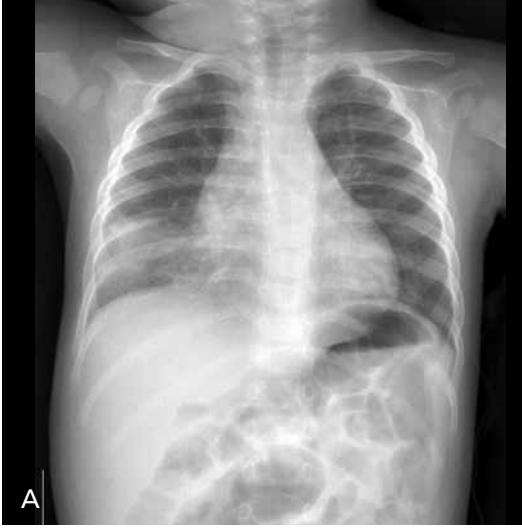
A, B. Pulmoner agenezi. Yenidoğan çocukta solunum sıkıntısı olması üzerine yapılan radyografide (A) sol hemitoraksta diffüz beyaz akciğer izlenmektedir. Kalp ve mediastinal yapı silüetleri sola doğru yer değiştirmiştir. Sağ akciğerde havalanma artışı izlenmektedir. (B) Koronal reformat BT görüntüsünde sol akciğerin izlenmediği, kalp ve ana vasküler yapıların sola doğru yer değiştirdiği izlenmektedir.
